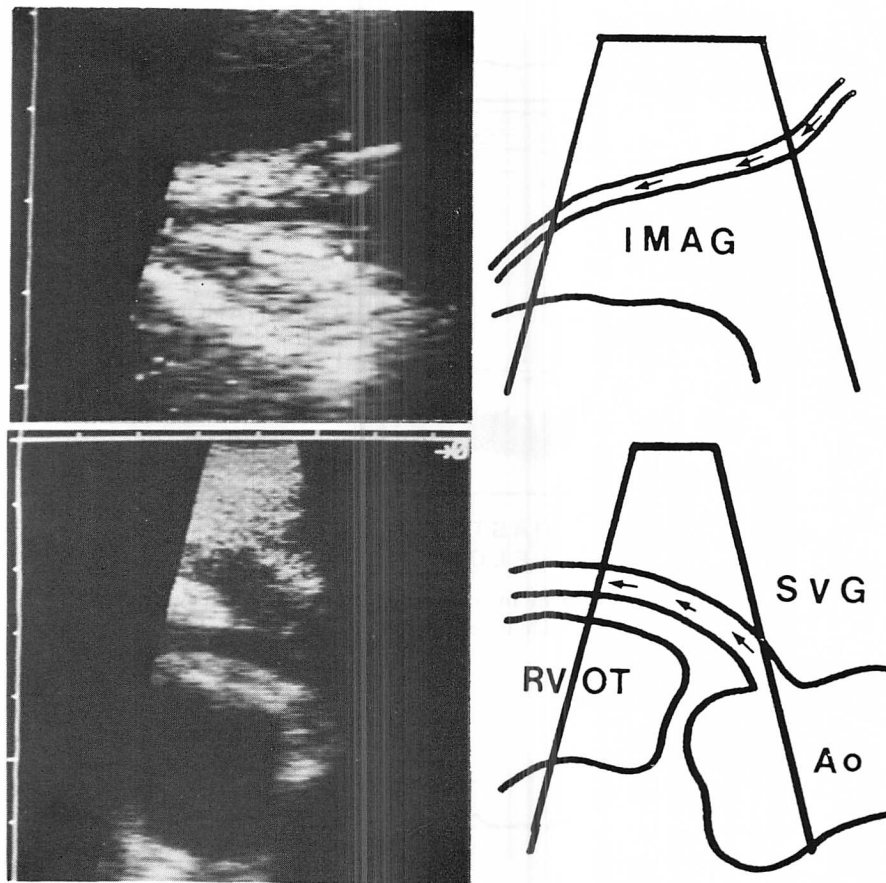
Two-dimensional Doppler echocardiographic images of the aortocoronary bypass grafts.
